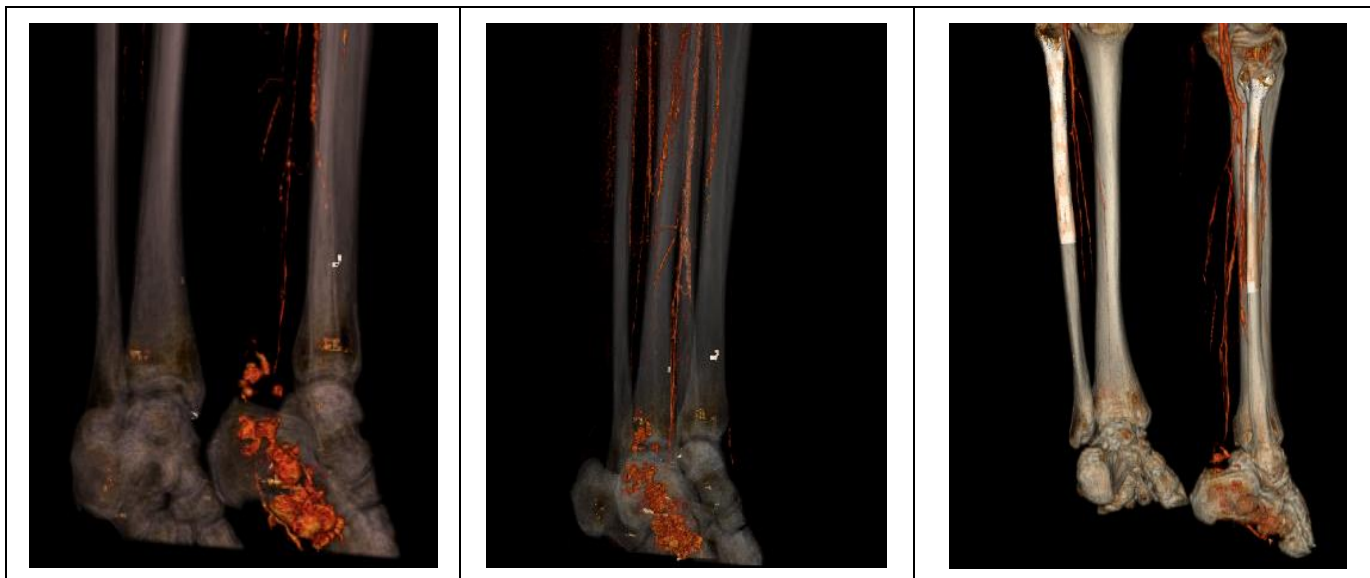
МСКТ. 3D-реконструкции. В области лодыжки и стопы правой ноги определяются множественные очаги АВМ.
